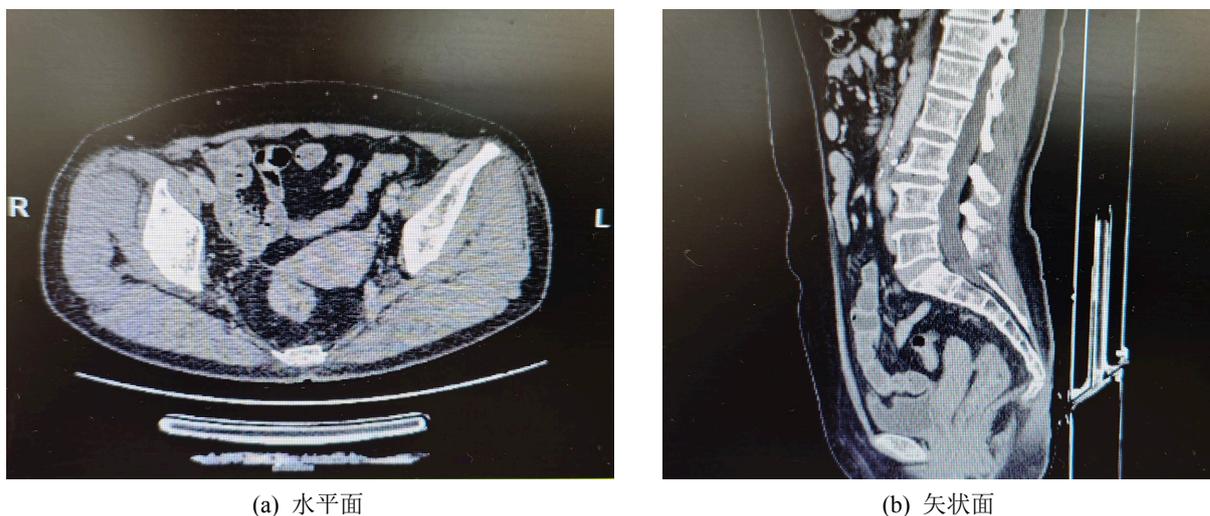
CT enhancement of the abdomen
